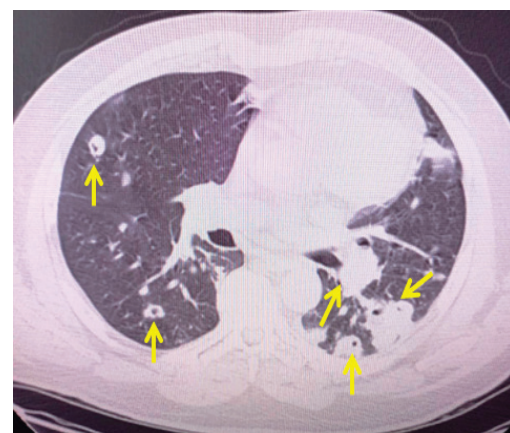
Пациент М., 58 лет – МСКТ лёгких: с обеих сторон множественные периваскулярные узелки, узлы и полостные структуры, максимально выраженные в S6 левого лёгкого
